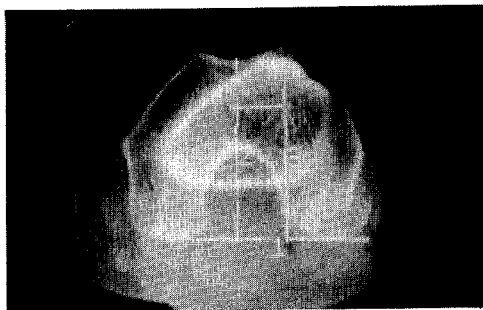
Tomografía axial computada. Medición de la distancia TA-GT.
